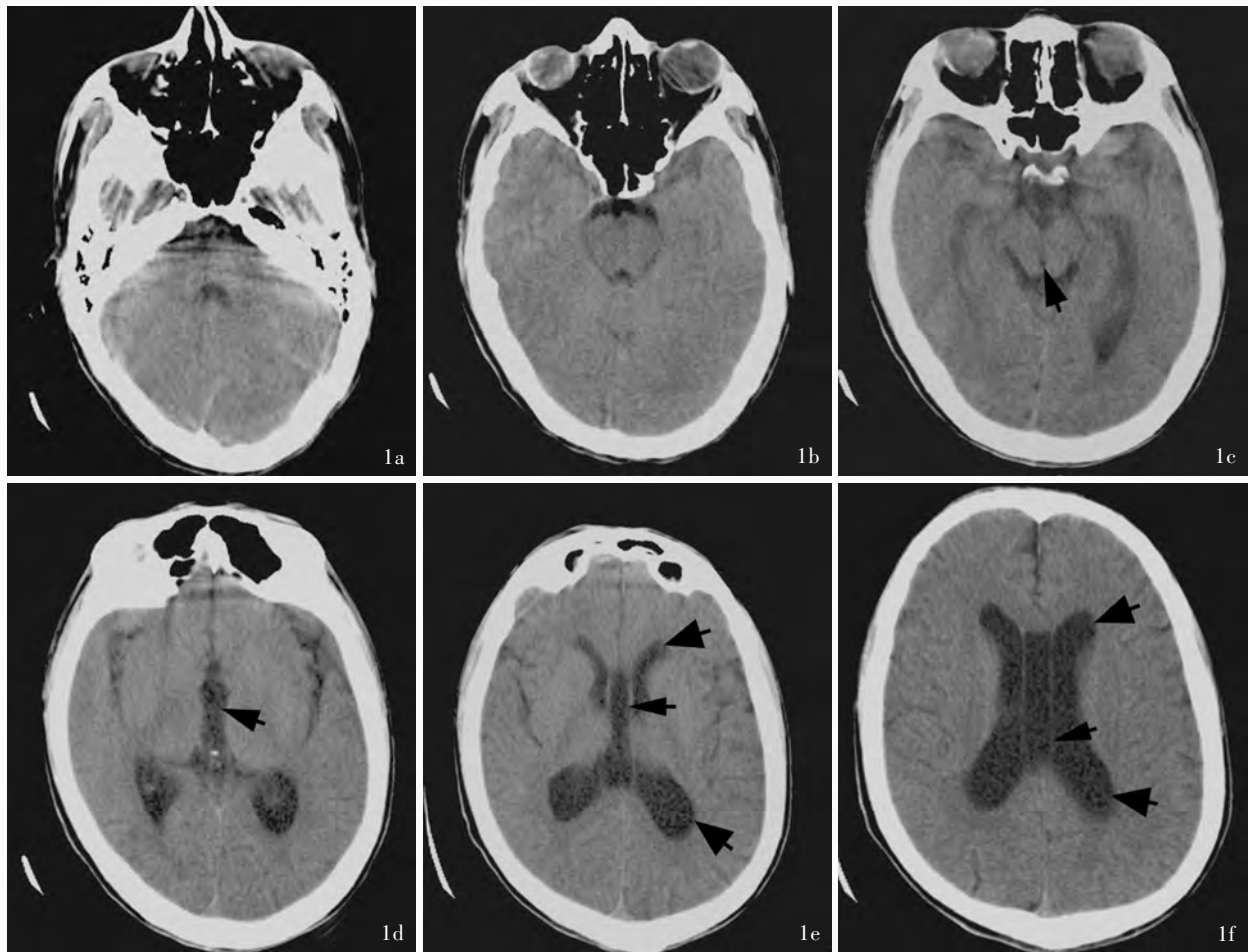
头部CT平扫,以听眦线为基线,连续向上扫描9层,层厚、层距均为10 mm 1a 蝶鞍脑桥层面 1b 环池中脑层面 1c 四叠体池中脑上部层面,可见中脑导水管(箭头所示) 1d 第三脑室层面,第三脑室中度扩大,横径12.50 mm(箭头所示) 1e 侧脑室前后角层面,双侧侧脑室中度扩大、增宽,前后角圆钝(粗箭头所示),并可见第五脑室(细箭头所示) 1f 侧脑室体部层面,双侧侧脑室增宽,前后角圆钝(粗箭头所示),并可见第六脑室(细箭头所示)
